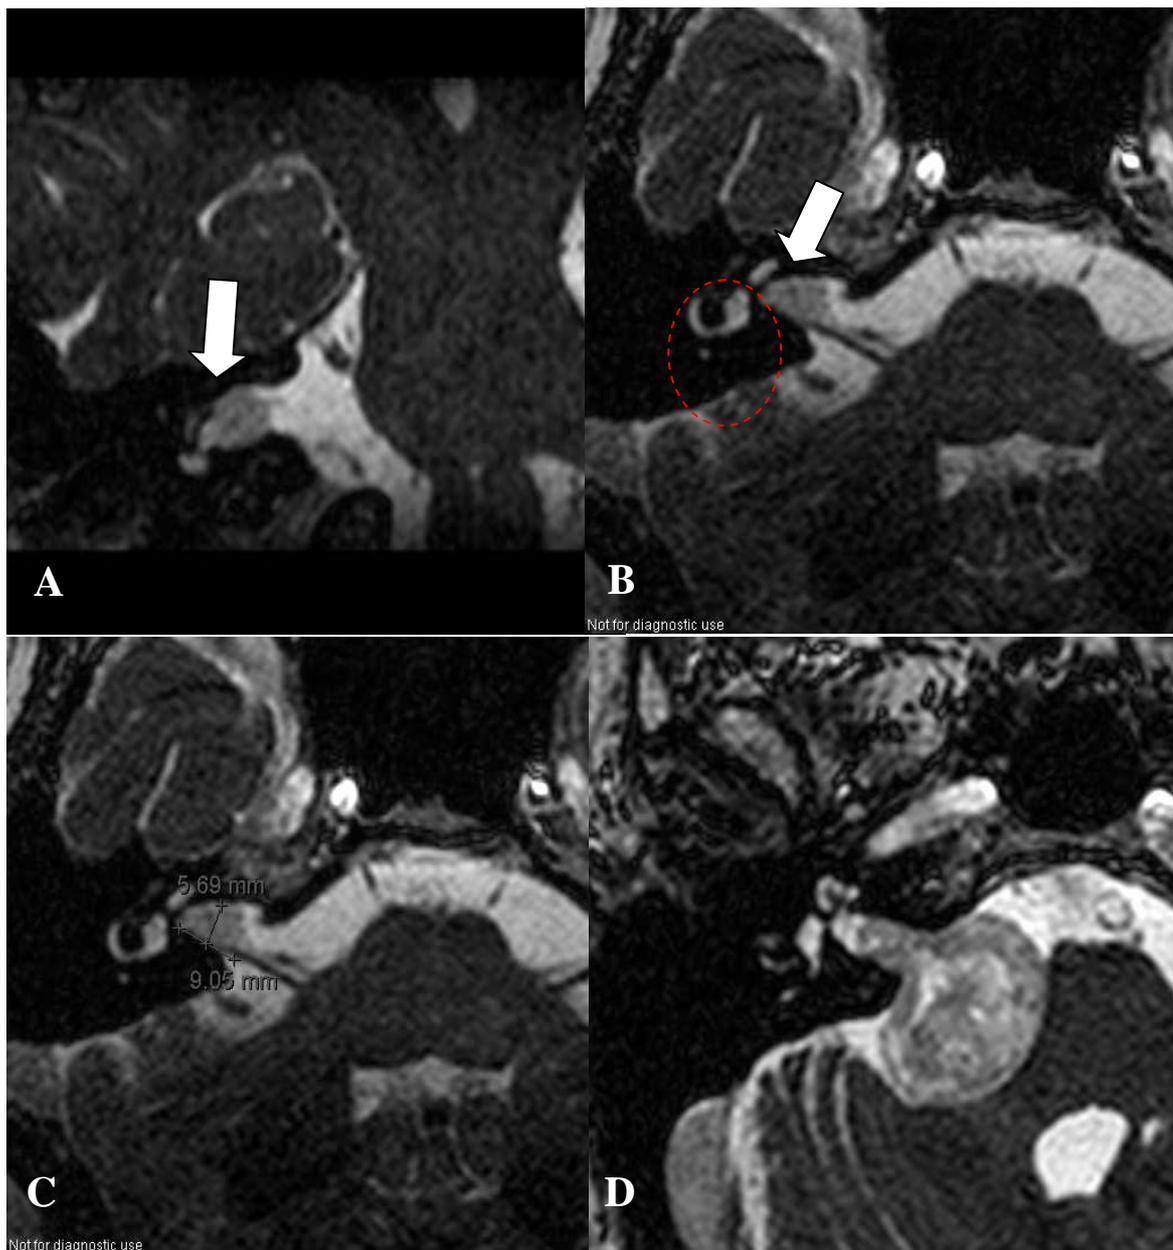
Imagens de RM do encéfalo, ponderadas em T2 (*FIESTA*)
